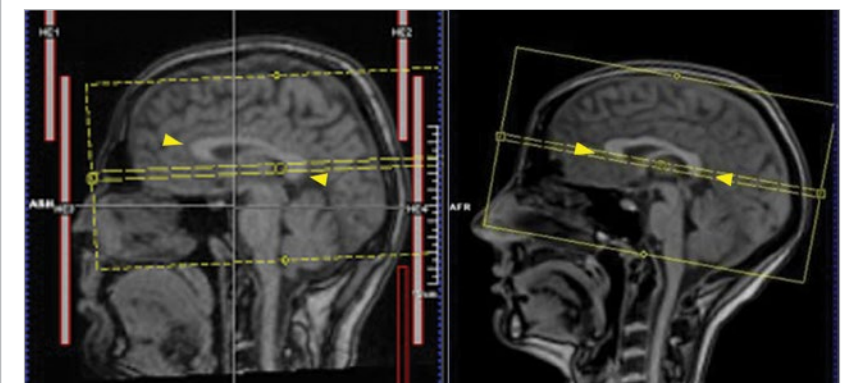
Positionnement des « boîtes » en IRM du cerveau.
